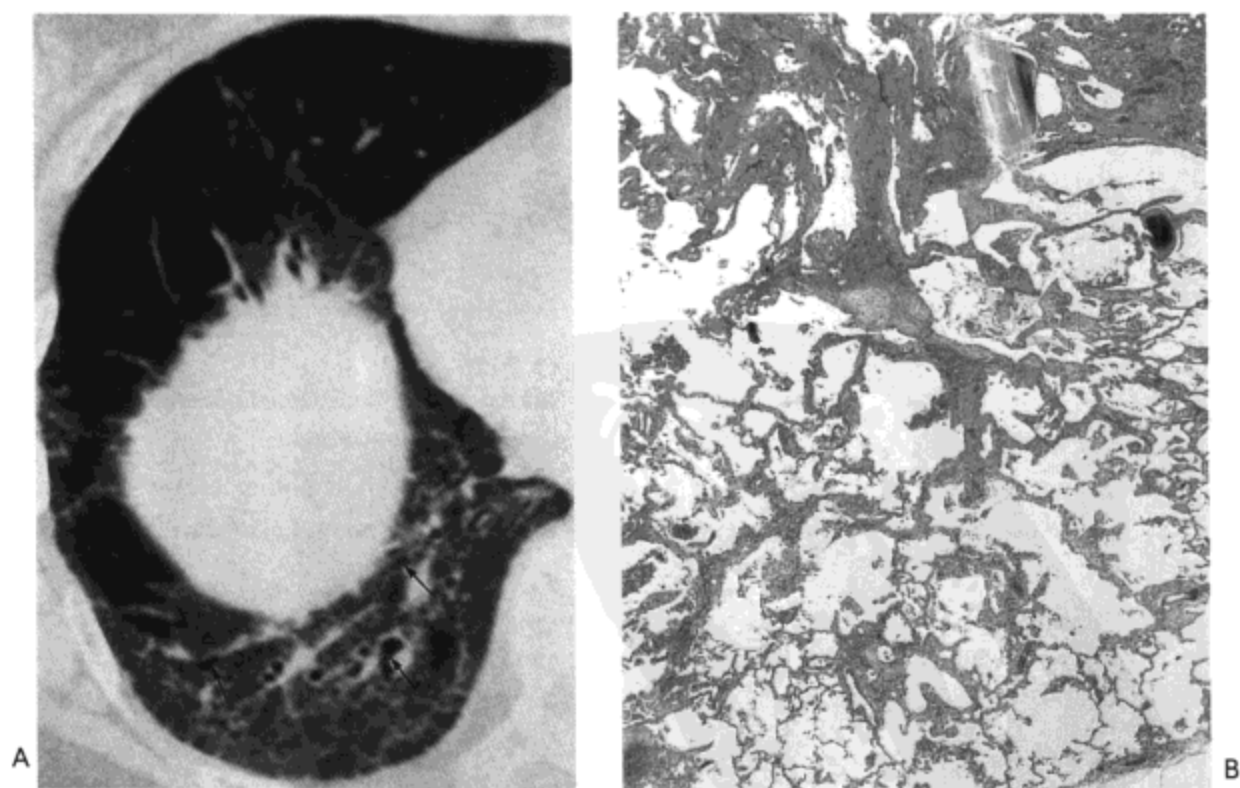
非特异性间质性肺炎。A：右膈顶水平高分辨率 CT 影像示右肺下叶磨砂玻璃样密度区与网状影。同时注意牵引性支气管扩张（箭号）。左肺下叶也有类似改变。B：光镜显微照像示片状间质纤维化灶，符合 3 型 NSIP。病人为一 48 岁女性。
